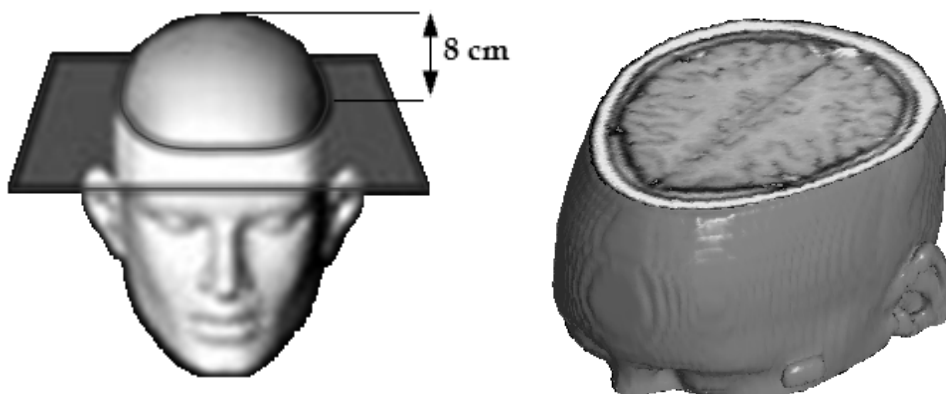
«Coupe principale». Coupe IRM axiale du cerveau acquise à une distance fixe pour tous les individus à étudier.
